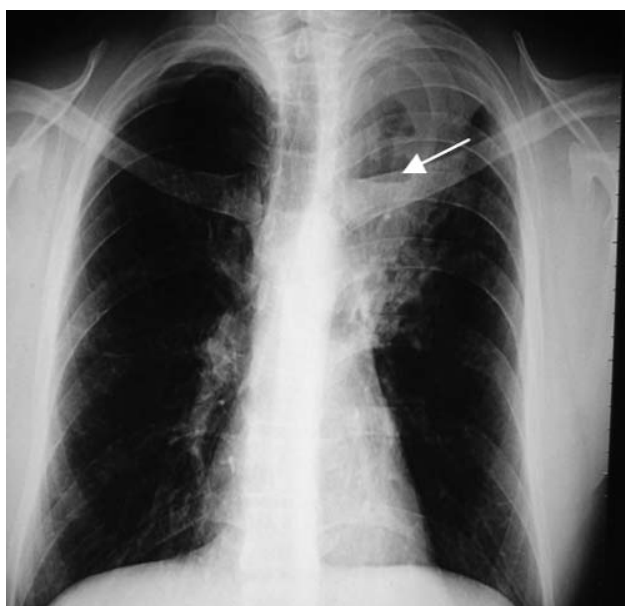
Radiografía de tórax: la imagen en proyección pósterio-anterior muestra: engrosamiento intersticial en región superior de ambos campos pulmonares con área cavitada y nivel hidro-aéreo, condensación de lóbulo superior del pulmón izquierdo.
